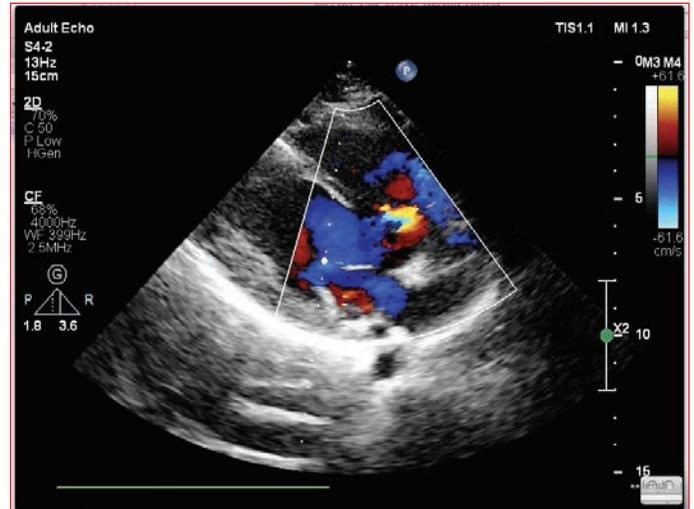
Perimembranous ventricular septal defect detected by transthoracic echocardiography: Perimembranous ventricular septal defect is shown by color Doppler imaging on modified parasternal long axis view by transthoracic echocardiography.
